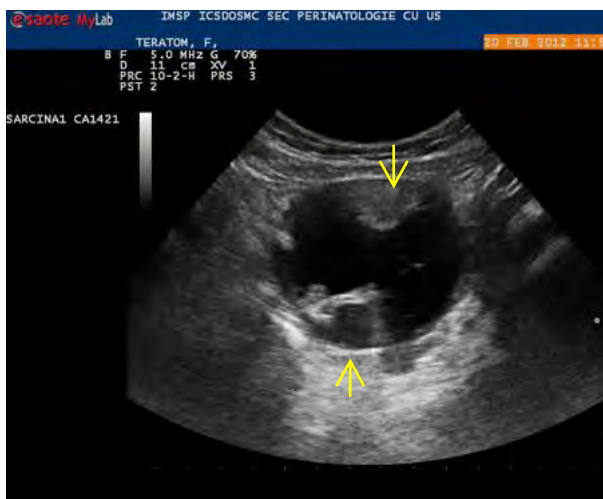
Ultrasonografie (P.M., 9 ani): teratom matur a ovarului stâng, nodulul Rokitansky(→). Figura publicată anterior [14]
